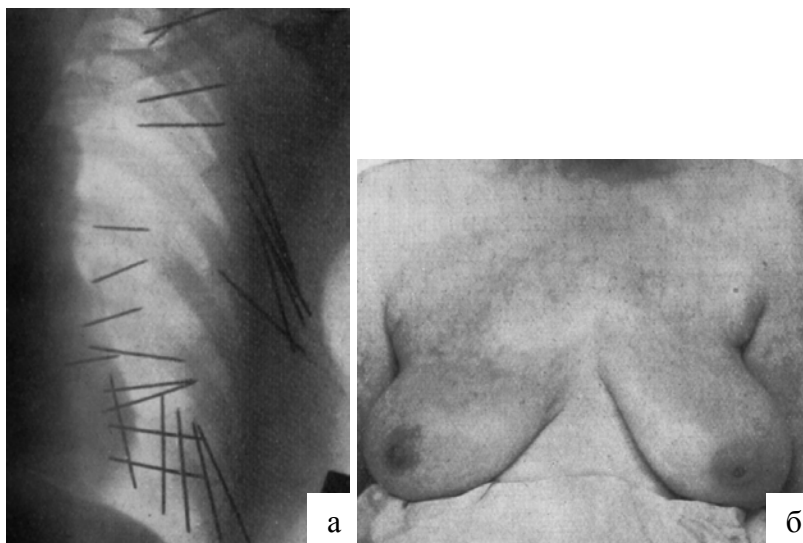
а – рентгеновский снимок с введёнными иглами из радия, б – вид молочной железы после проведённого лечения.
